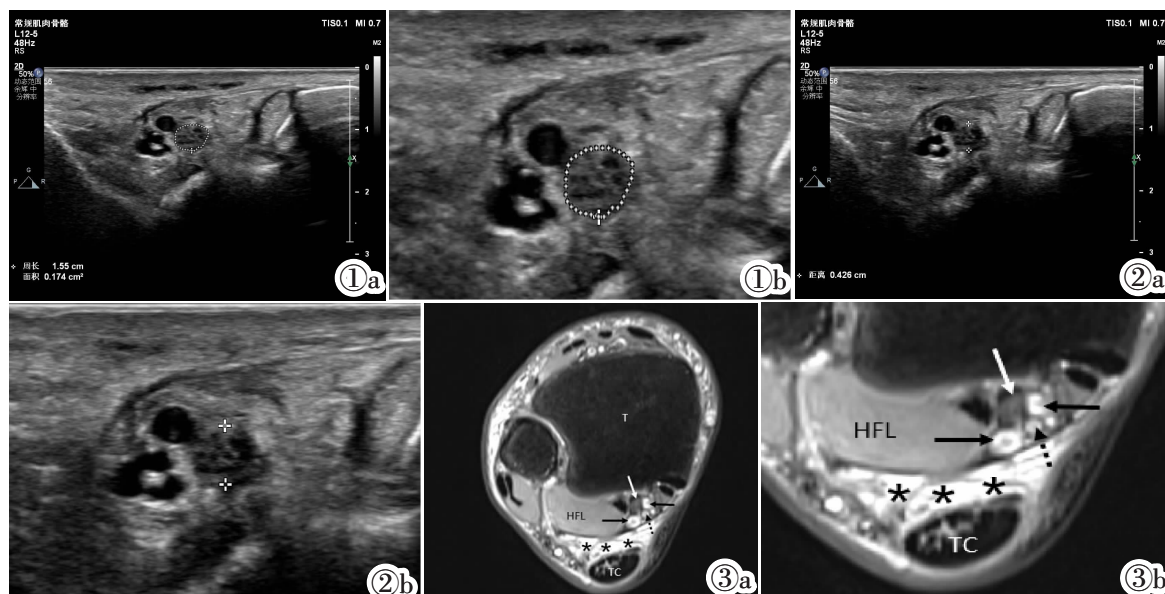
灰阶超声成像示右侧跗管处胫神经横截面积增大,回声减低,周围组织水肿(图 1a:原图,图 1b:局部放大图)。图 2 灰阶超声成像示右侧跗管处胫神经直径增大,回声减低(图 2a:原图,图 2b:局部放大图)。图 3 右侧胫神经磁共振成像示右侧胫神经及胫后动静脉附近踝关节腔少量积液(图 3a:原图,图 3b:局部放大图。T:胫骨,HFL:拇长屈肌,TC:跟腱,白色箭头:胫神经,黑色实心箭头:胫后静脉,黑色虚箭头:胫后动脉,*:积液)。
